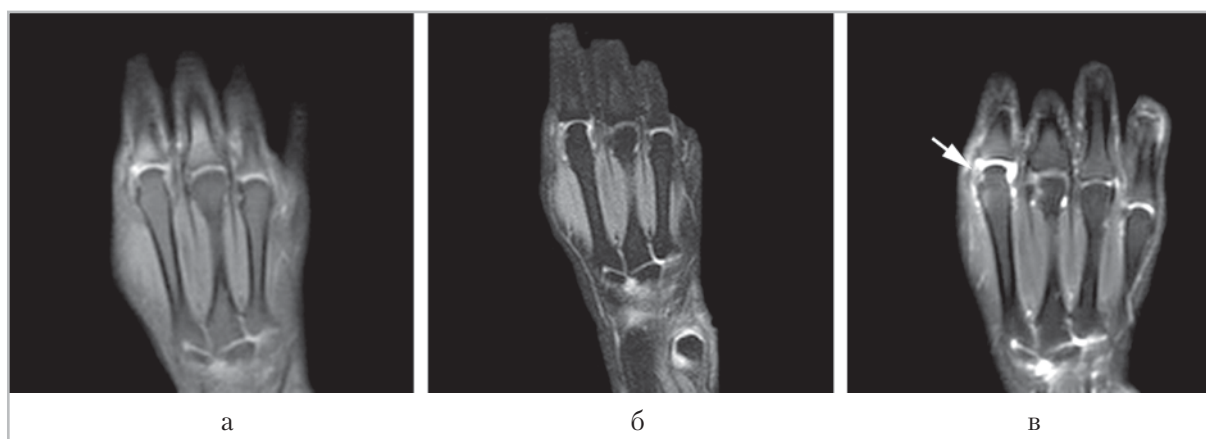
Магнитно-резонансные томограммы во фронтальной проекции на уровне II пястно-фалангового сустава левой кисти больной ревматоидным артритом, продолжительность заболевания 9 мес: *a* – T1-ВИ; *б* – T2-ВИ; синовиальная оболочка II пястно-фалангового сустава кисти неравномерно утолщена, в полости сустава определяется умеренное количество выпота неоднородной структуры. В области дистальной головки II пястной кости визуализируется субхондральная плоская эрозия с нечеткими неровными контурами; *в* – на постконтрастных T1-ВИ с погашением сигнала от жира определяется паннус, незначительно накапливающий контрастное вещество, прилежащий к субхондральной эрозии (*стрелка*). Отмечается накопление контрастного вещества эрозией и суставным выпотом
